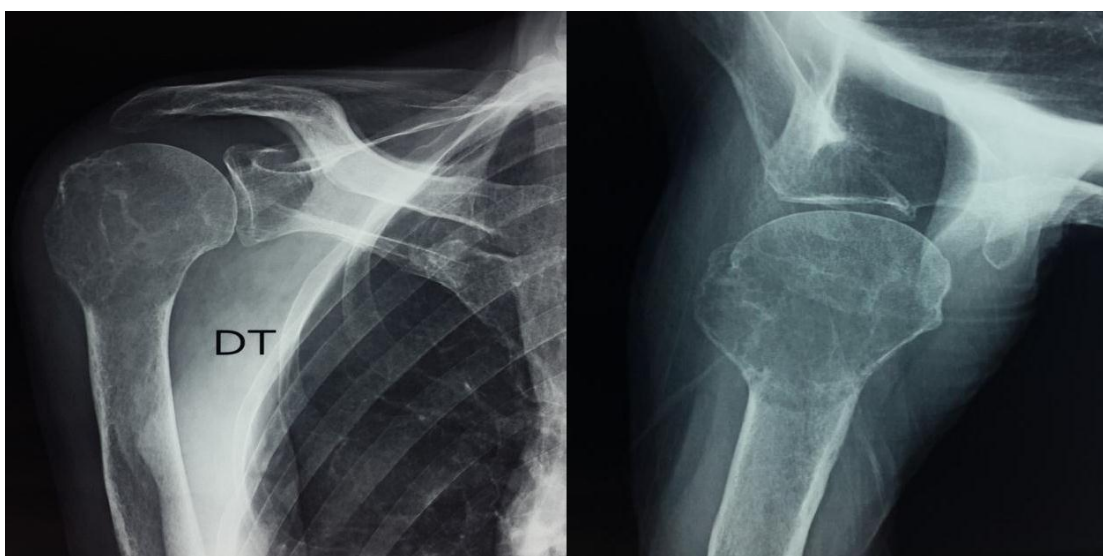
radiographie de l'épaule droite ;de face à gauche ;profil axillaire à droite :montrant une image ostéolytique au depends de l'épiphyse humérale droit en nid d'abeille mal limitée avec effraction de la corticale
